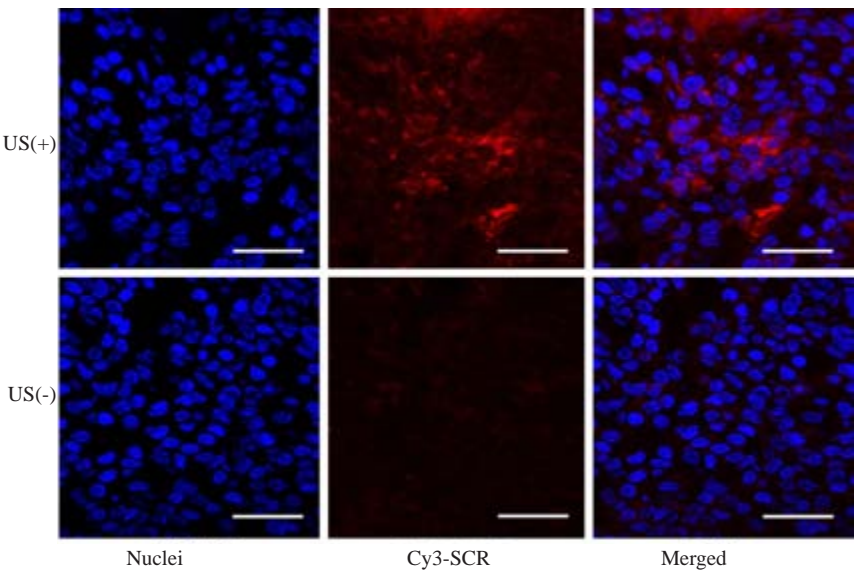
激光共聚焦显微镜检测超声辐照US (+)组及非超声辐照US (-)组的siRNA递送效能
